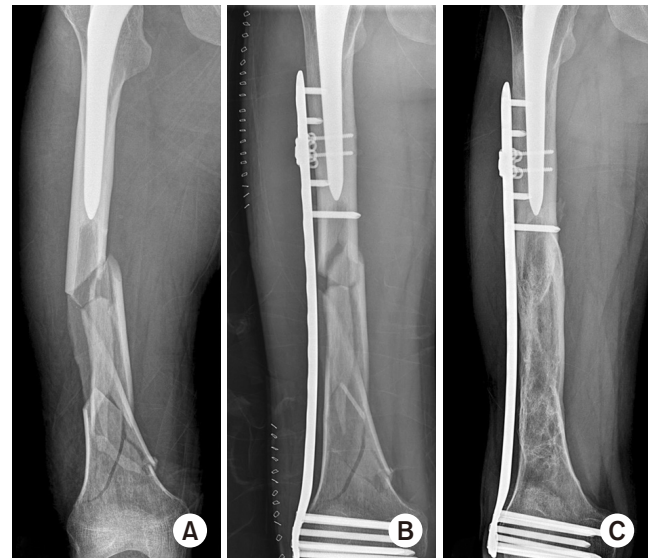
(A) A 45-year-old male sustained a comminuted Vancouver type-C fracture after a traffic accident. (B, C) Minimally invasive plate osteosynthesis with a locking plate was used and the radiograph demonstrates good healing of the fracture.
